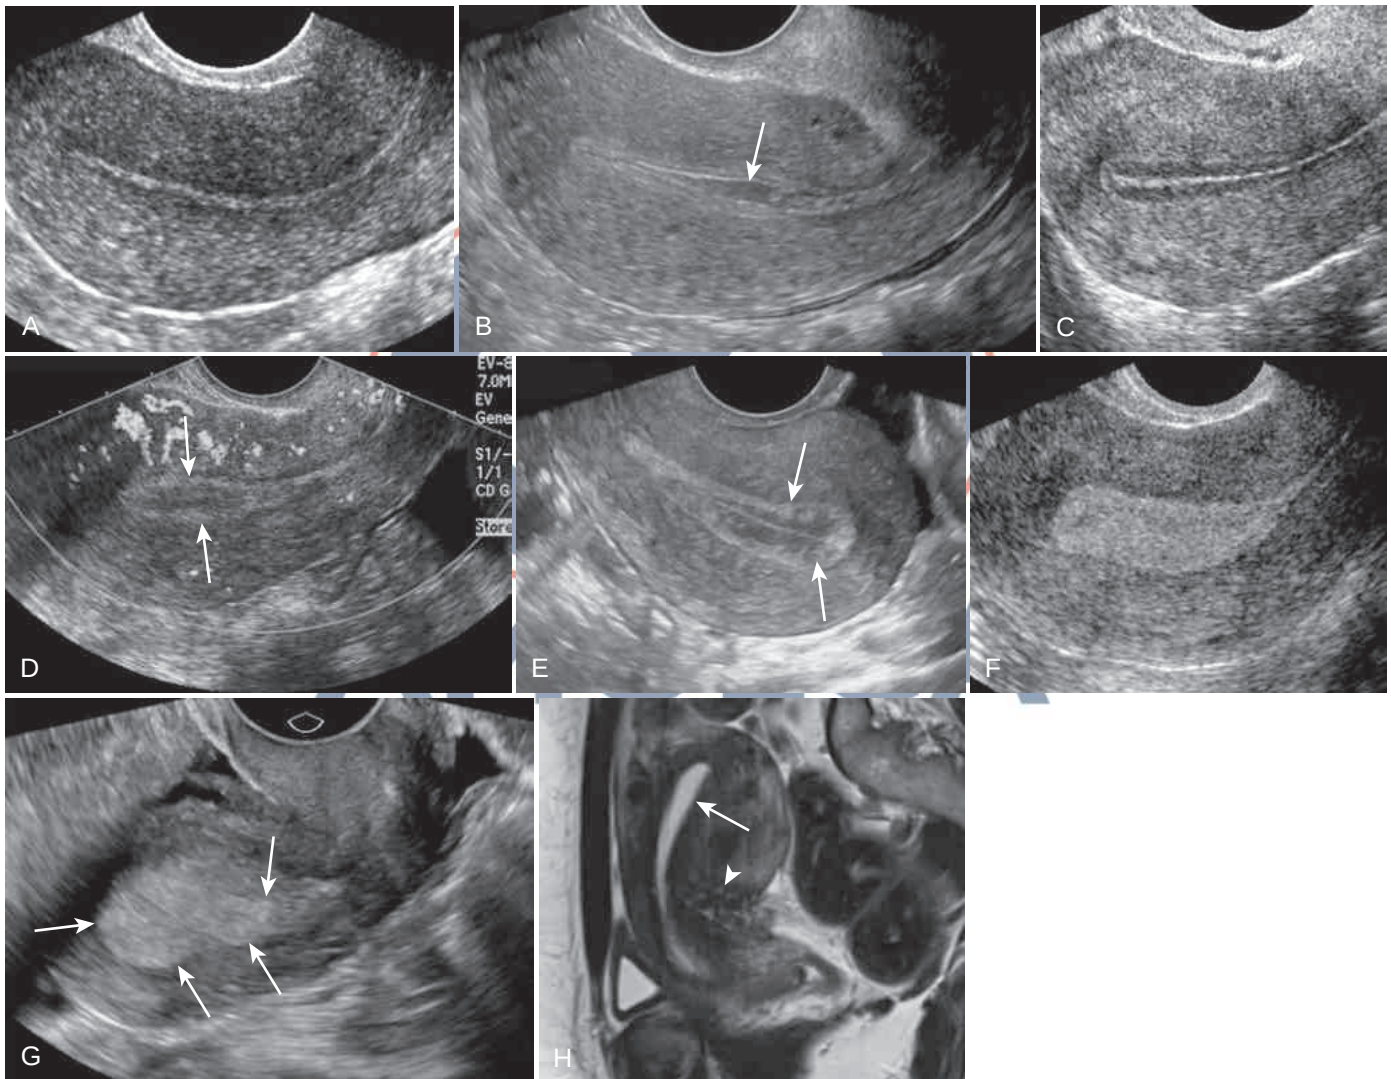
Endometrio de apariencia normal. Todas las imágenes son de ecografía transvaginal sagital (TVS). (A) Endometrio normal delgado (1-2 mm) que puede verse en la fase menstrual o en la fase proliferativa muy temprana. Un aspecto similar es normal en las mujeres posmenopáusicas. (B) Endometrio delgado normal con trazas de líquido (flecha) en la cavidad endometrial en la fase menstrual. (C) Aspecto multicapa, también conocido como triple capa o trilaminar (o signo del sándwich), típico de la fase proliferativa media a tardía. (D) En la fase secretora, el endometrio comienza a hacerse hiperecoico, normalmente empezando en el borde externo (flechas) y progresando hacia el interior. (E) A medida que el endometrio se vuelve hiperecoico en la fase secretora, a veces lo hace de forma irregular, lo que puede simular pólipos. Estos se han denominado "moguls endometriales" o "seudopólipos" (flechas). (F) Aspecto hiperecoico ligeramente heterogéneo del endometrio en la fase secretora tardía. (G) Aspecto hiperecoico heterogéneo de la fase secretora tardía con sugerencia de masas focales (flechas). La repetición de la exploración en la fase proliferativa del ciclo menstrual puede ser útil en estos casos. (H) El endometrio normal en la IRM es uniformemente hiperintenso en la imagen ponderada en T2. También se observan placas endometriales con focos quísticos debidos a adenomiosis (puntas de flecha), así como miomas de baja intensidad de señal en esta paciente que presenta un útero aumentado de tamaño con fibromas y adenomiosis.
